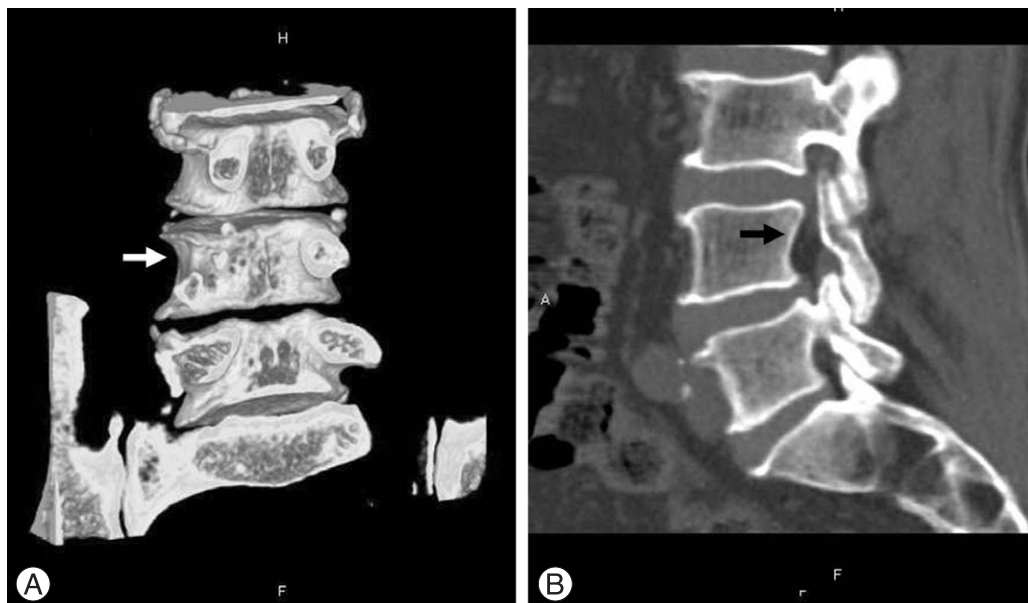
Three-dimensional (A) & 2-D (B) reconstructed CT image shows absence of the left pedicle at L4 (arrow-pointed).
